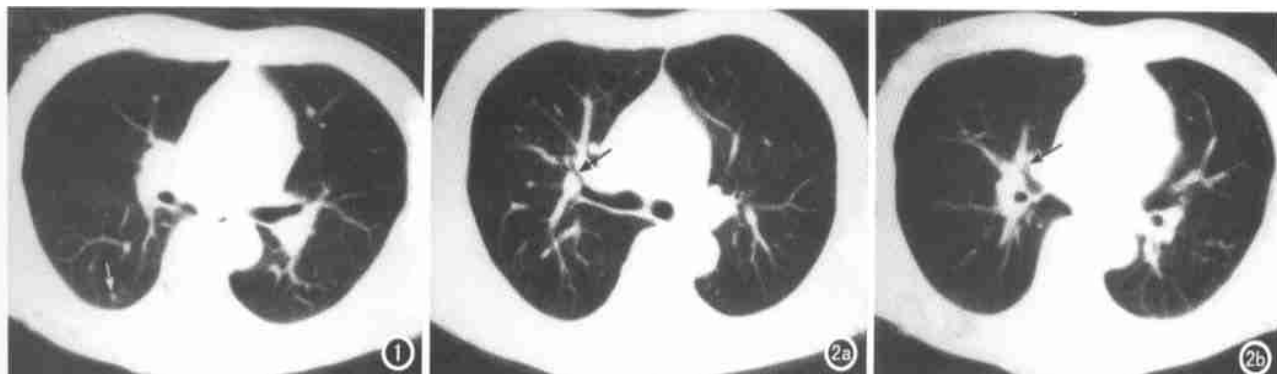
低剂量 CT 扫描显示 3mm 小结节(箭)。图 2 肺门区低剂量 CT 扫描。a) 右肺上叶前段支气管(箭); b) 右肺中叶内侧段支气管(箭)。
